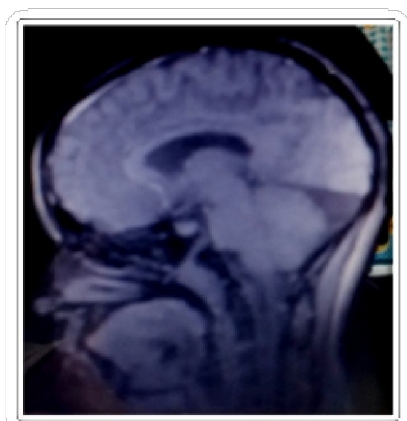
Resonancia magnética de cráneo, corte sagital. Observándose adelgazamiento del 2/3 posterior del cuerpo calloso y rectificación de la tienda del cerebelo. Evidenciándose quiste aracnoideo posterior.
